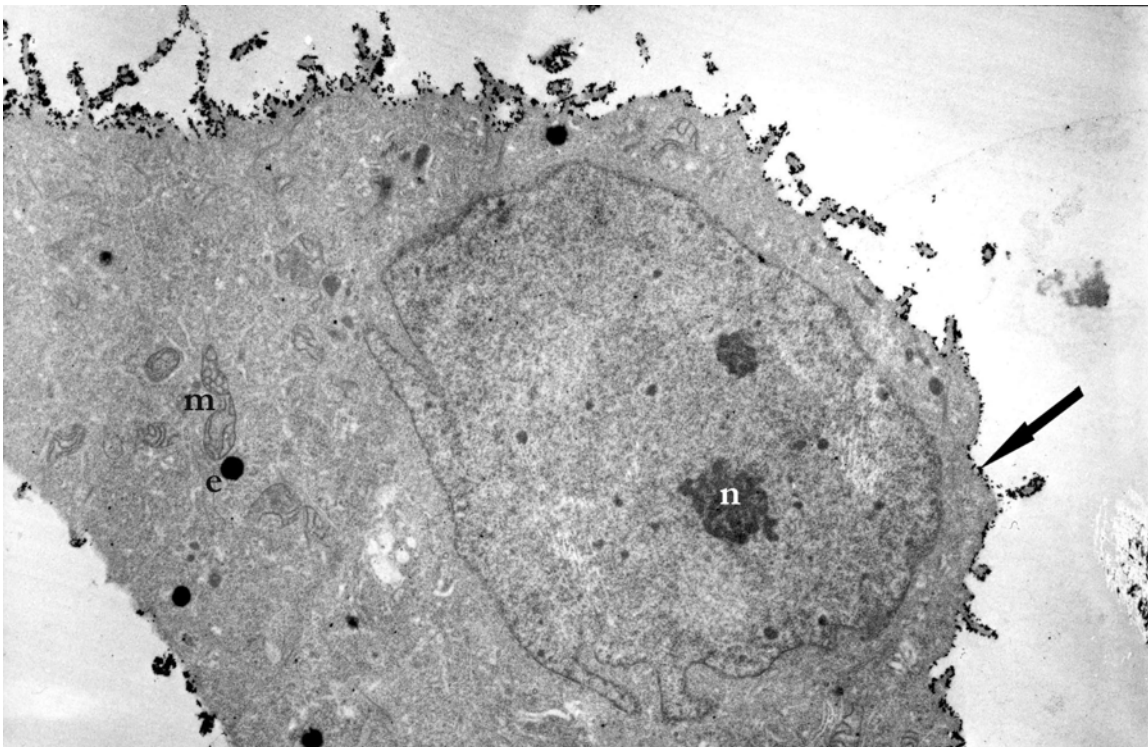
Anlagerung von Magnetitprobe 4 (37 ± 16 mg) an eine BT-20-Zelle nach 4-minütiger Inkubationszeit und anschließender Spülung mit PBS; e - elektronendichter Einschuß; m - geschwollenes Mitochondrium; n - Nukleolus; \ Saum agglomerierter Magnetitpartikel an der Zellmembran
